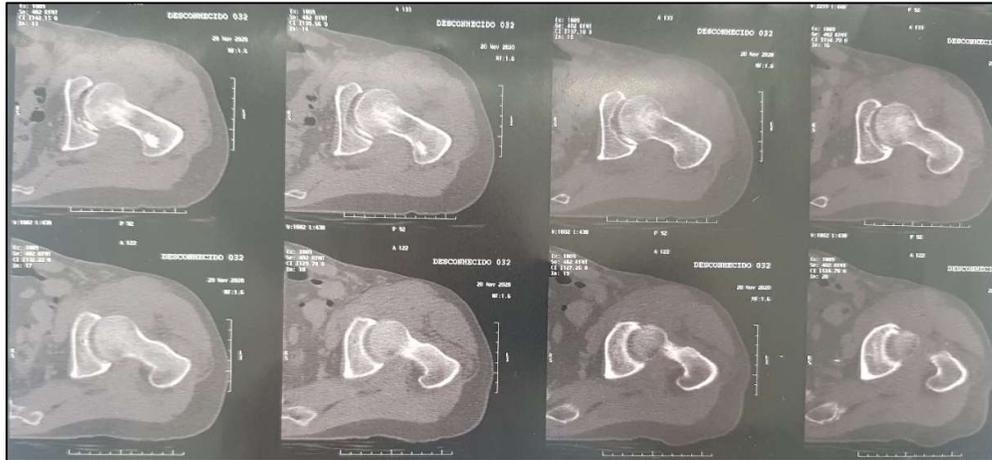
Imagem de TC de quadril esquerdo em corte distal e sagital, demonstrando fragmento ósseo intra-articular resultante da fratura do rebordo posterior do acetábulo.
